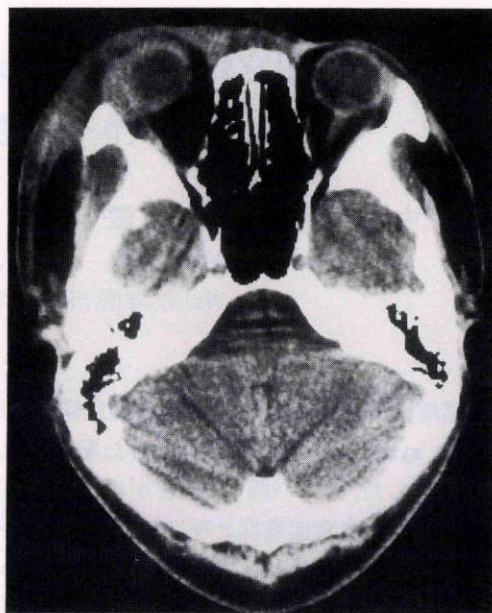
1992年8月4日の眼窩部 computed tomography (CT).
